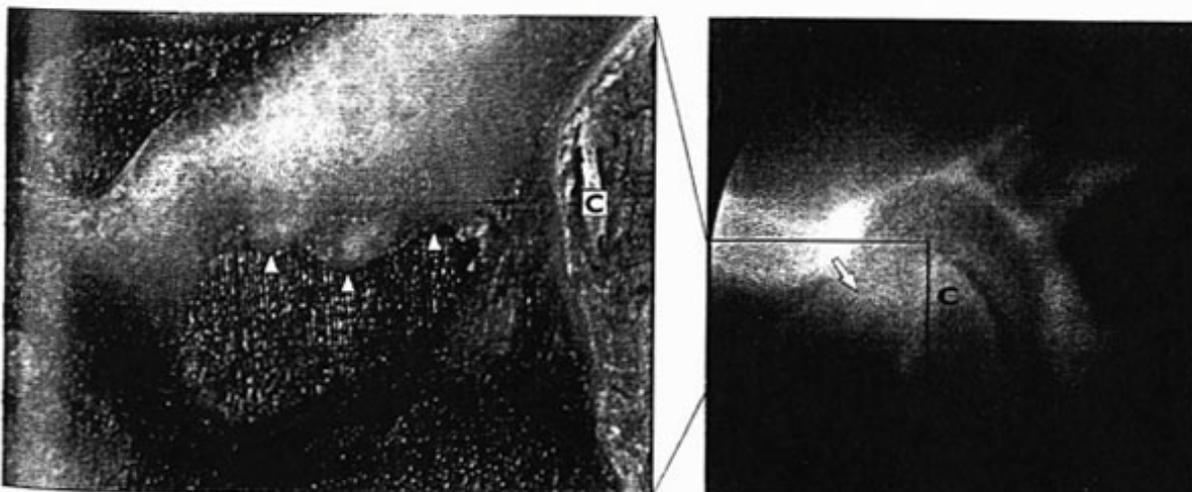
Artrotomografía de doble contraste (derecha) que muestra un disco (flecha) que se encuentra desplazado por delante del cóndilo (C). La banda posterior del disco es más gruesa. Detalle de la criosección (izquierda) donde se observa que la deformidad ocurre principalmente bajo la superficie del disco (cabezas de flecha). La banda posterior del disco está engrosada hasta el punto en que tan solo queda una pequeña porción de la banda anterior y el disco ha adoptado una forma biconvexa.
